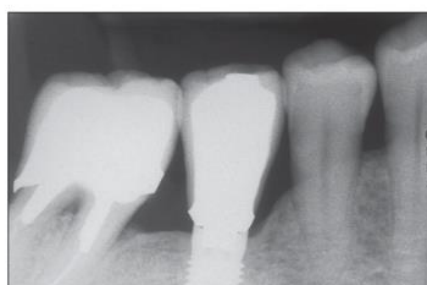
Periapical radiograph of the implant replacing the mandibular right first molar (test) after the recovery period (stage 2).
